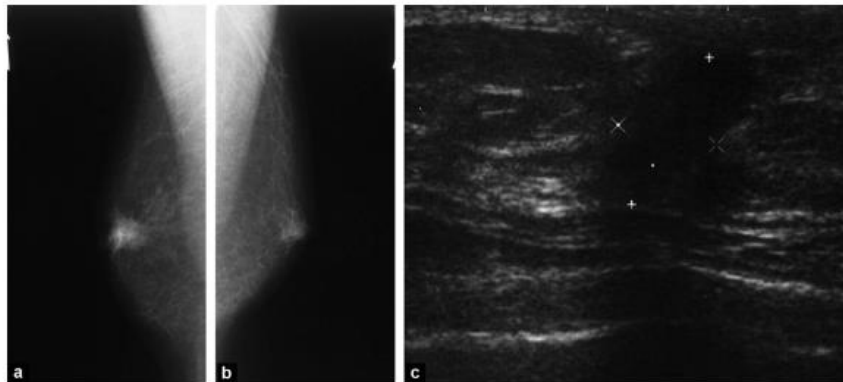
Carcinome canalaire infiltrant. Patient de 68 ans consultant pour une rétraction mamelonnaire droite évoluant depuis plusieurs semaines : a : mammographie oblique du sein droit; b : mammographie oblique du sein gauche : à droite : masse rétromamelonnaire de contours irréguliers et spiculés : à gauche : petit résidu glandulaire rétro-aréolaire ; c : corrélation échographique : masse hypo-échogène irrégulière à grand axe vertical, avec cône d'ombre postérieur [192].
